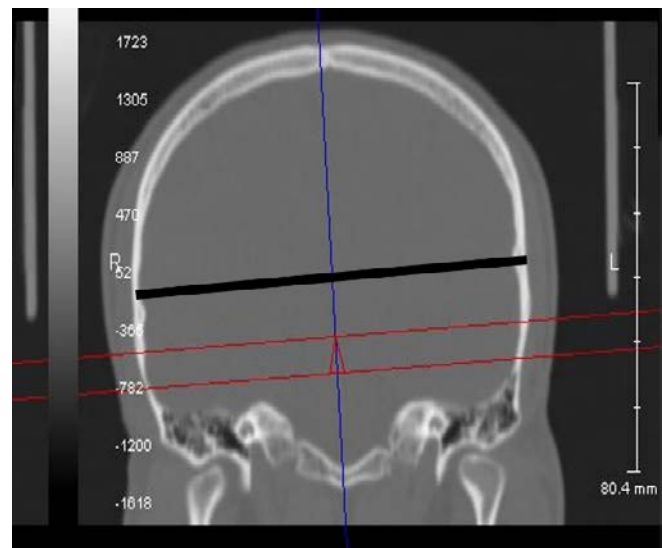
Measurement of skull width on coronal CT image.
